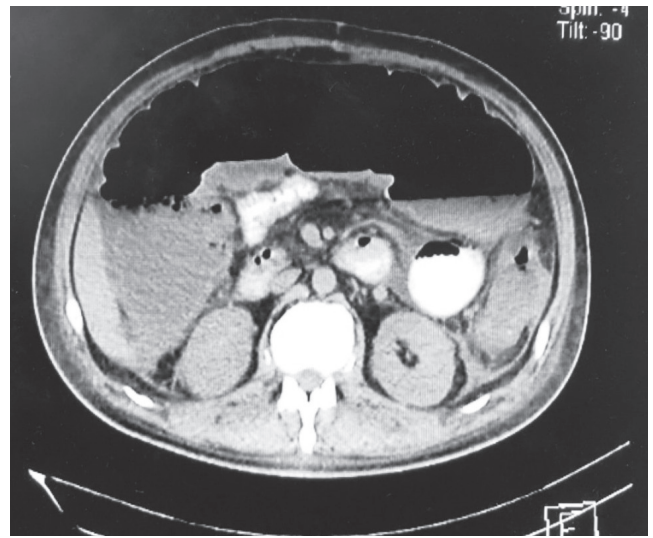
Tomografía de abdomen; aumento de volumen a nivel del colon transverso.
